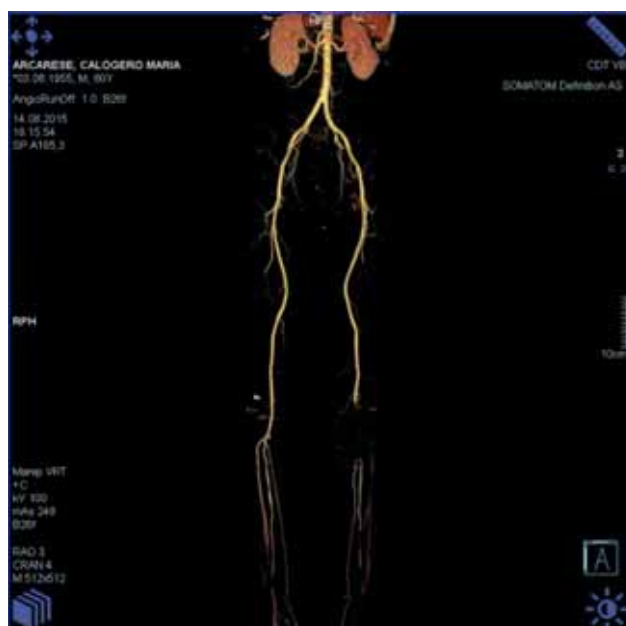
Angio CT pentru membre pelvine descrie artera poplitee stg. cu flux absent în porțiunea terminală la emergențele și porțiunile proximale ale arterelor tibiale anterioară, posterioară și fibulara până la unirea 1/3 sup. cu 2/3 inf. ale gambei cu minime calcificări
